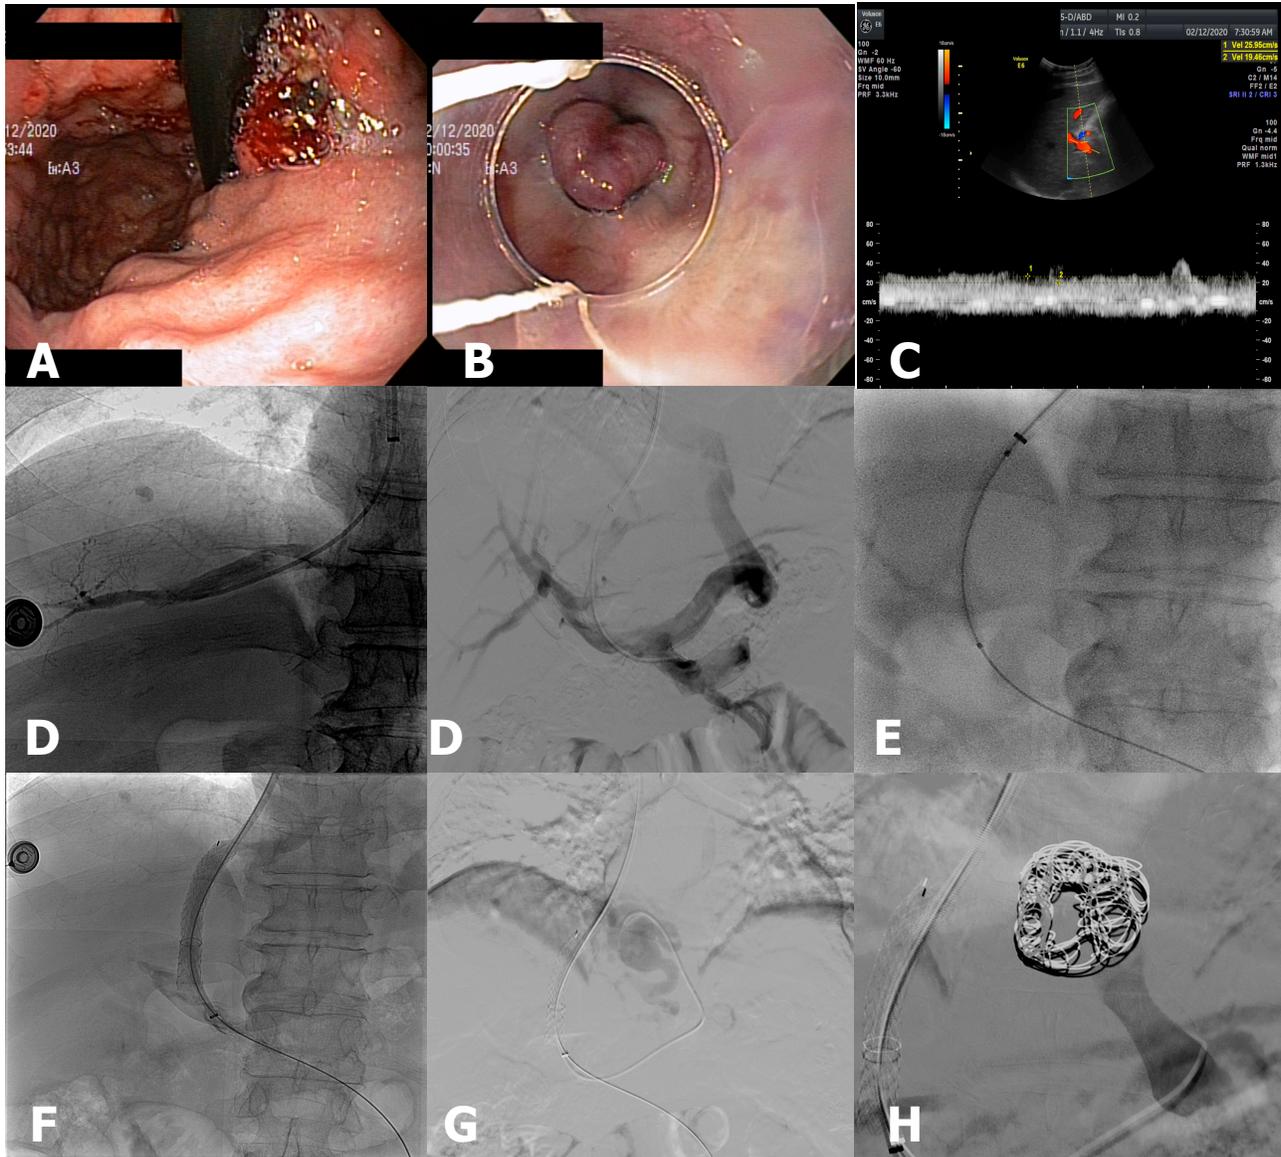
Paciente de 62 años, AP de cirrosis por infección crónica por hepatitis B. A y B. EDS con sangrado variceal, no se logró control del mismo a pesar de dos intentos de ligadura con bandas. C Doppler de circulación portal donde se visualiza permeabilidad de la porta. C- Vena hepática derecha cateterizada medición de GPS el cual es de 22mmHG. D- Posterior a múltiples intentos se cateteriza la vena porta E- Dilatación del tracto intraparenquimatoso con balón convencional de 3mm. F- Implantación de Stent Viatorr con adecuado flujo a través de la derivación. G- Varices esofágicas. H- Embolización del paquete varicoso con espirales, resultado posterior a la embolización.
